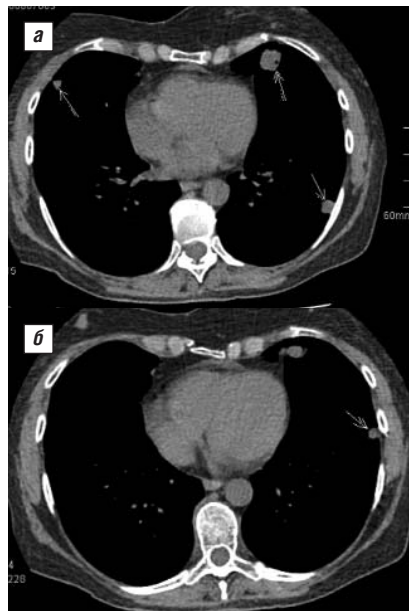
КТ ОГК от 05.10.2017. а — в S_{IV} , S_{VI} , S_{VIII} слева и S_{IV} справа единичные и фокусные образования с относительно четкими контурами диаметром от 8 до 20 мм, самый большой фокус в S_{IV} справа с участком просветления; б — единичное фокусное образование в S_{VI} слева
